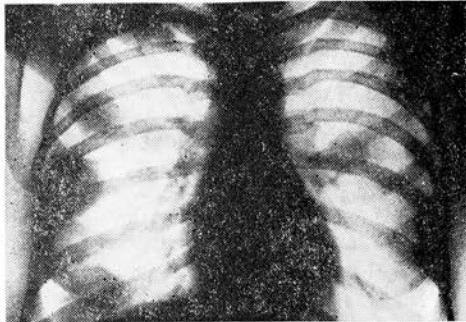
Обзорная рентгенограмма легких. В обоих легких выявляются множественные шаровидные метастазы рака щитовидной железы размером от 2 до 3,5 см в диаметре.
